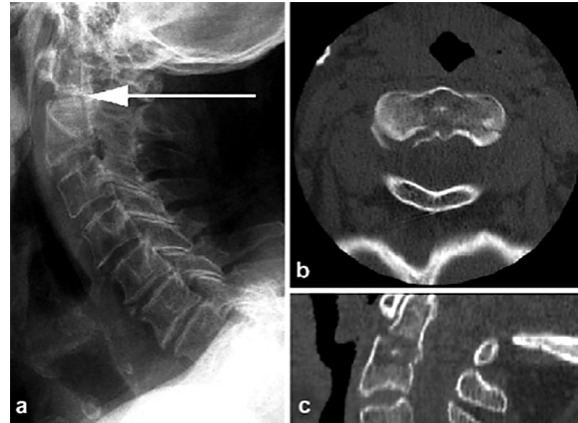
Paciente feminino de 70 anos de idade com fratura de C2 devida, principalmente, à osteoporose. Esta fratura é de difícil visualização na base do odontóide (seta, a) e essa lesão poderia ser facilmente *desapercibida* pela radiografia simples. As fraturas de odontóide por serem as mais comuns lesões traumáticas cervicais, deve ser dada atenção especial a essa região. A TC axial adicional (b) mostra nitidamente fragmentos da fratura, assim como a separação do osso em direção ao canal medular. A principal fratura – em horizontal – porém, é difícil de ser avaliada na TC axial. A TC helicoidal (c) mostra vantagem adicional devido à alta qualidade de reconstrução sagital.
